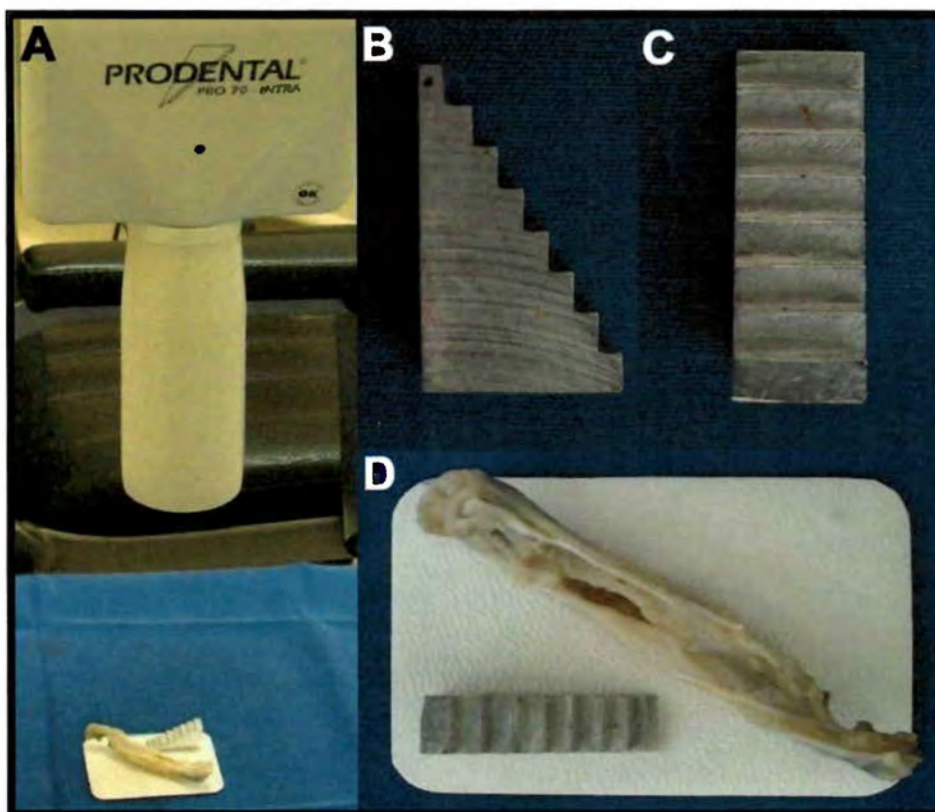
A - Demonstração da posição para radiografia. B e C - Penetrômetro, vista lateral e superior. D - Vista ampliada do posicionamento da peça para a radiografia.
